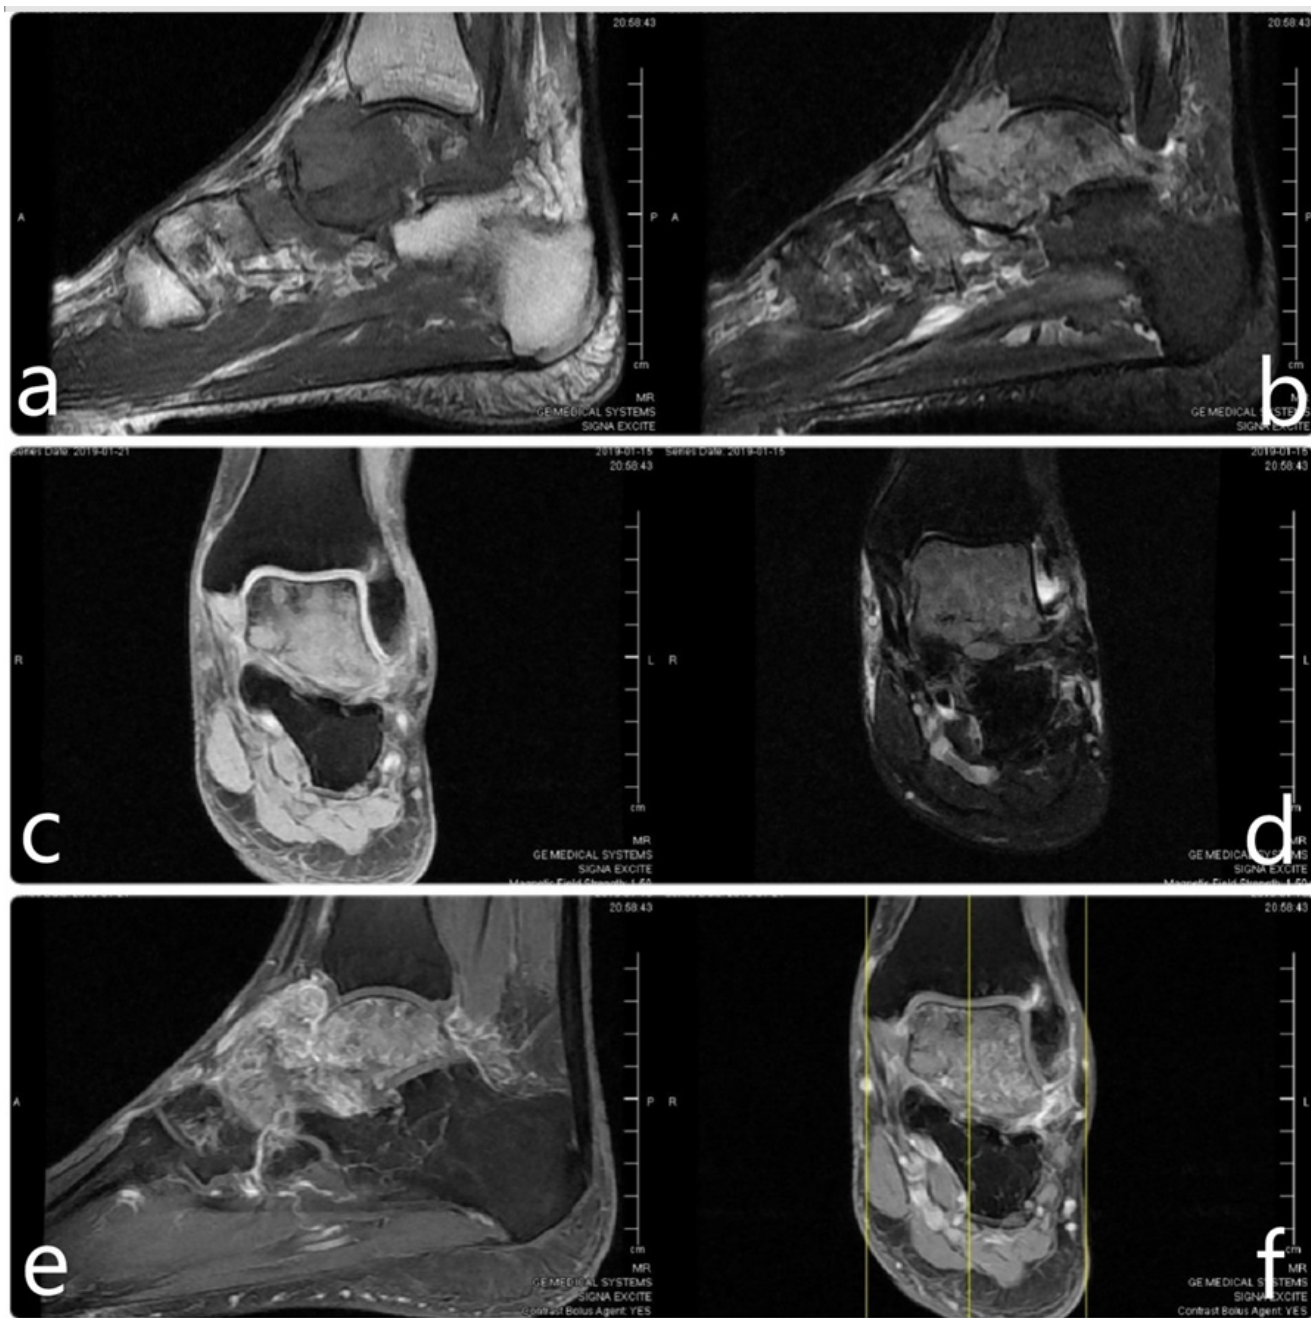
Ankle MR images, sections show talus involvement and invasion of surrounding soft tissue; sagittal T1(a), sagittal T2-STIR(b), coronal T1(c), coronal T2(d), contrast-sagittal T1(e), contrast-coronal T2(f)
